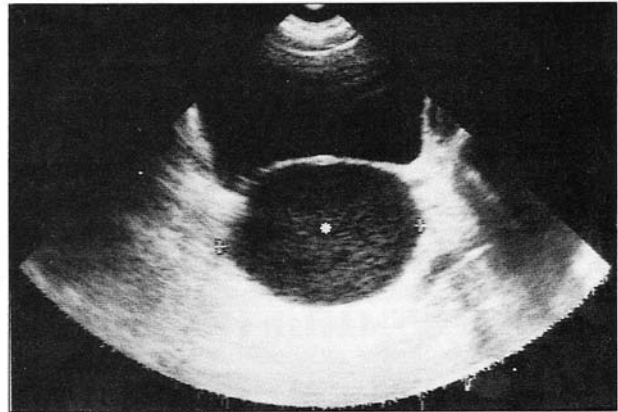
Ecografía de pelvis, corte transversal a nivel de vagina (asterisco) ocupada por un gran hematocolpos.
